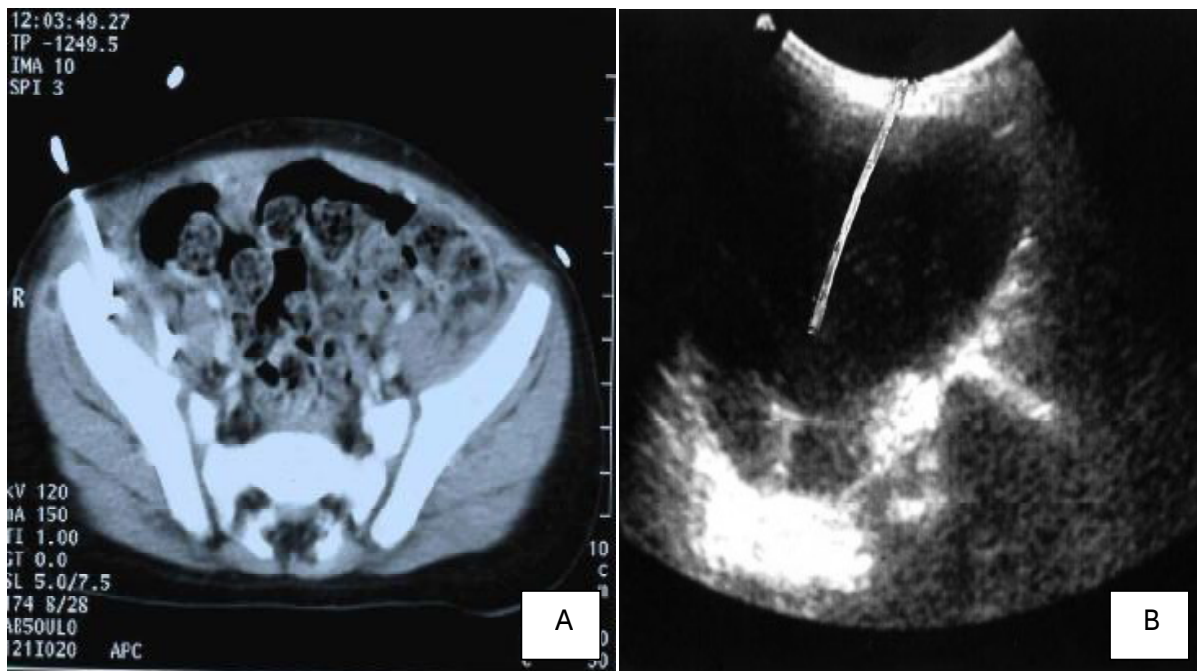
Drainage percutané d'un abcès du psoas : (A) sous guidage scannographique, (B) sous échographie
